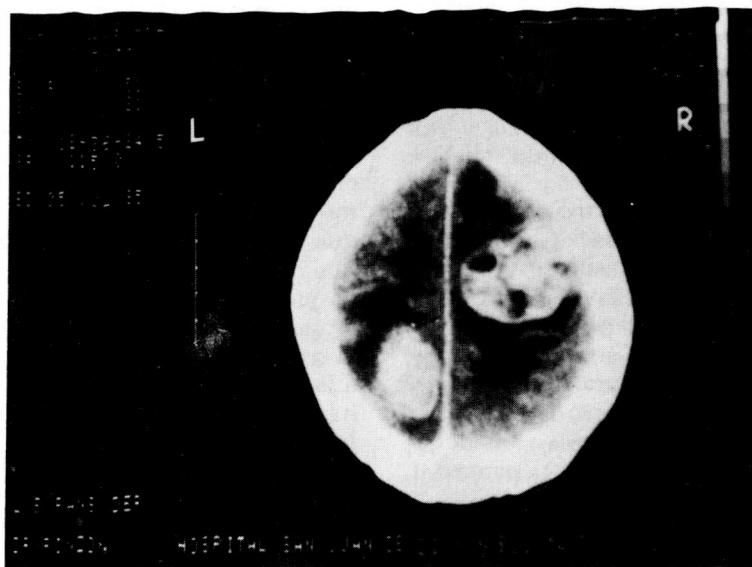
Este TAC demuestra nítidamente la presencia de una masa parietal derecha y de otra parietal posterior izquierda con moderado edema a su alrededor y desviación de la línea media hacia la izquierda.
